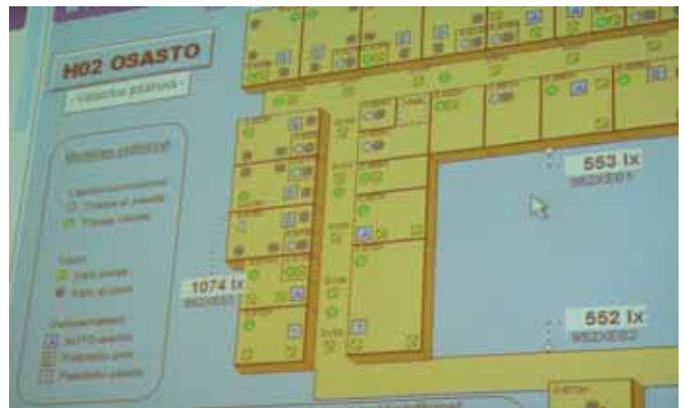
Masque de maintenance TAC Vista 5 y compris les informations d'éclairage sur la partie « HosPilot » du niveau H2.
